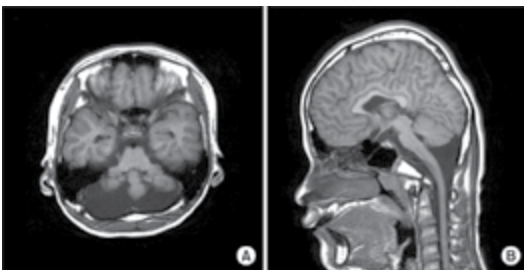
A ressonância magnética revelando cisto na fossa posterior (A) e hipoplasia de ambos os hemisférios cerebelares com elevação ascendente do vermis hipoplásico cerebelar devido ao cisto (B). Jang JS, Lee JJ, Park WJ et al. Anesthetic management of an adolescent with Dandy-Walker syndrome. Korean J Anesthesiol. 2013;64(2):180-1.
